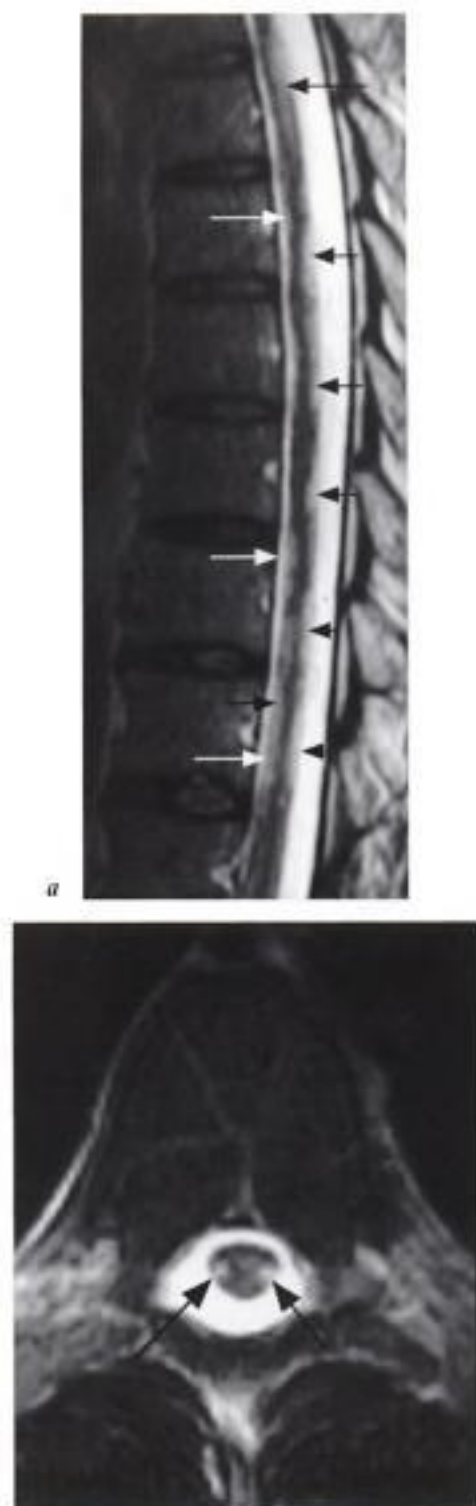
Myélite vacuolaire probable. IRM, coupes sagittale (a) et axiale (b) pondérées T2. Lésions focales diffuses de la moelle (de calibre normal), sans symétrie, antérieures (flèches blanches) et postérieures (flèches noires en a). Lésions symétriques des cordons latéraux (flèches noires en b).
